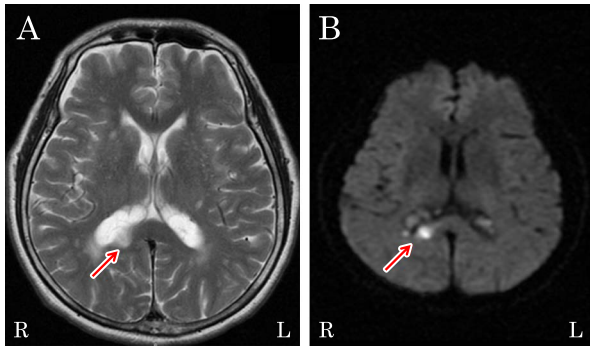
Brain magnetic resonance images.
